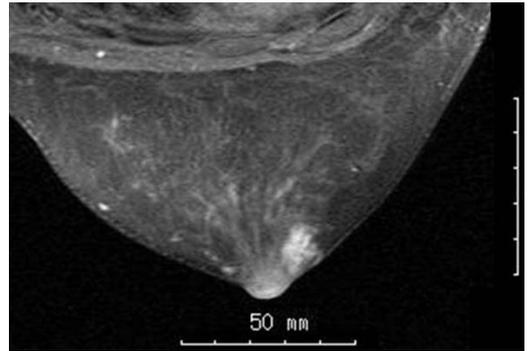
右乳房造影MRI検査では，右中心部領域に8.5mmの，造影早期相より強く造影される腫瘍を認めた。
